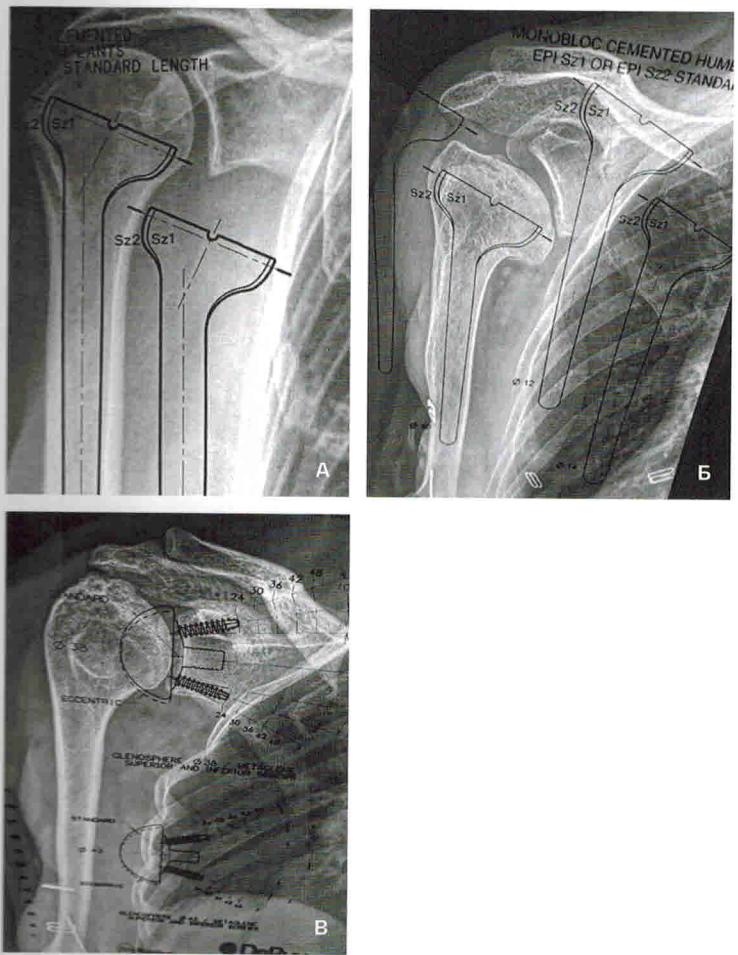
А-В. Рентгенограммы плечевого сустава в прямой проекции с наложенными на них шаблонами РЭП для предоперационного планирования размеров плечевого и гленоидного компонентов
